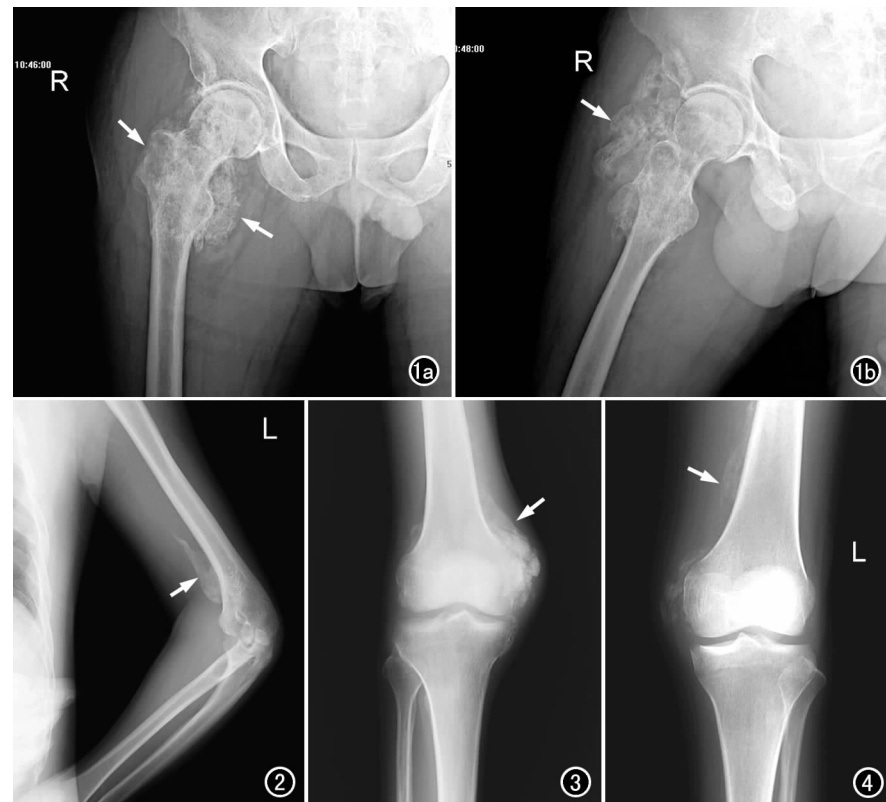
右髋关节周围异位骨化。a) 平片示右髋关节旁云絮状骨化影(箭); b) 外展位平片示异位骨化位于关节外侧软组织内(箭)。图 2 平片示左侧肘关节内侧软组织内见条片样异位骨化影(箭),边缘清晰。图 3 右膝关节内侧软组织内见斑片样骨化影(箭)。图 4 左膝关节及左股骨中下段内侧软组织内见斑片状、条片状骨化影(箭)。
